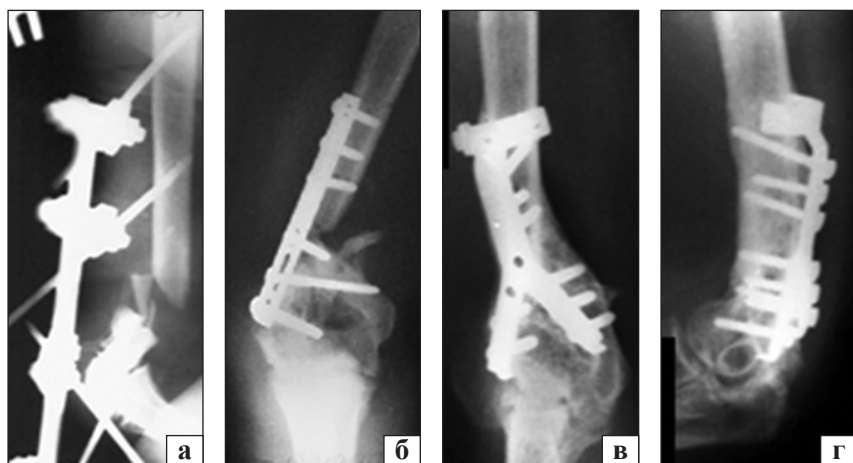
Рентгенограми пацієнта О.: а) результат остеосинтезу АЗФ; б) після заміни методу на остеосинтез накістковою контактною пластиною без кісткової пластики; в, г) через 2,5 міс. після остеосинтезу ПОВ, пряма та бокова проекції
